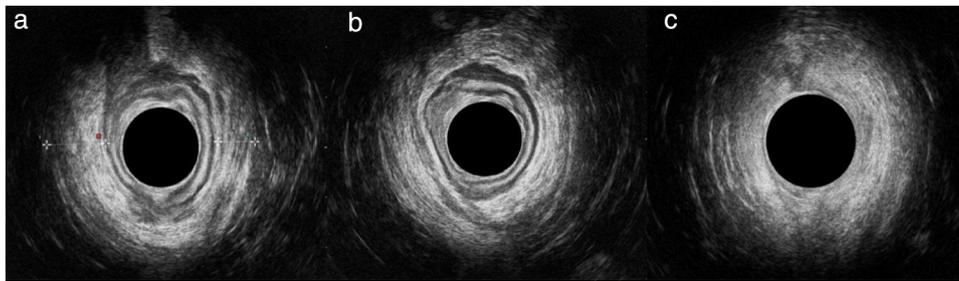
Ecografía endoanal para estudio del prolapso: a) canal anal alto, asimetría entre ramas derecha e izquierda del músculo puborrectal; b) canal anal medio, adelgazamiento de esfínter anal externo en cuadrantes izquierdos; c) canal anal bajo sin alteraciones.
